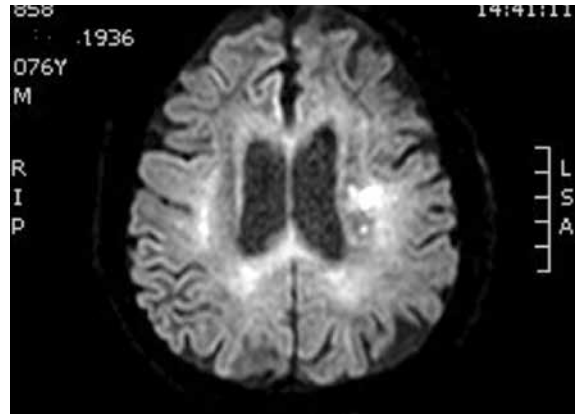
МРТ головного мозга пациента Б. Картина «свежего» лакунарного инсульта в зоне подкорковых ядер слева
